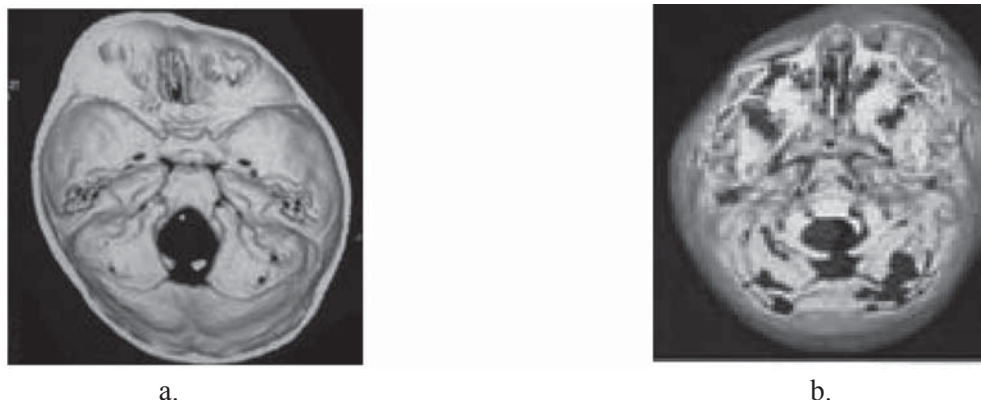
Examenul imagistic prin rezonanță magnetică cerebrală la un copil cu craniostenoză la etapa inițială (a) și tardivă (b).
